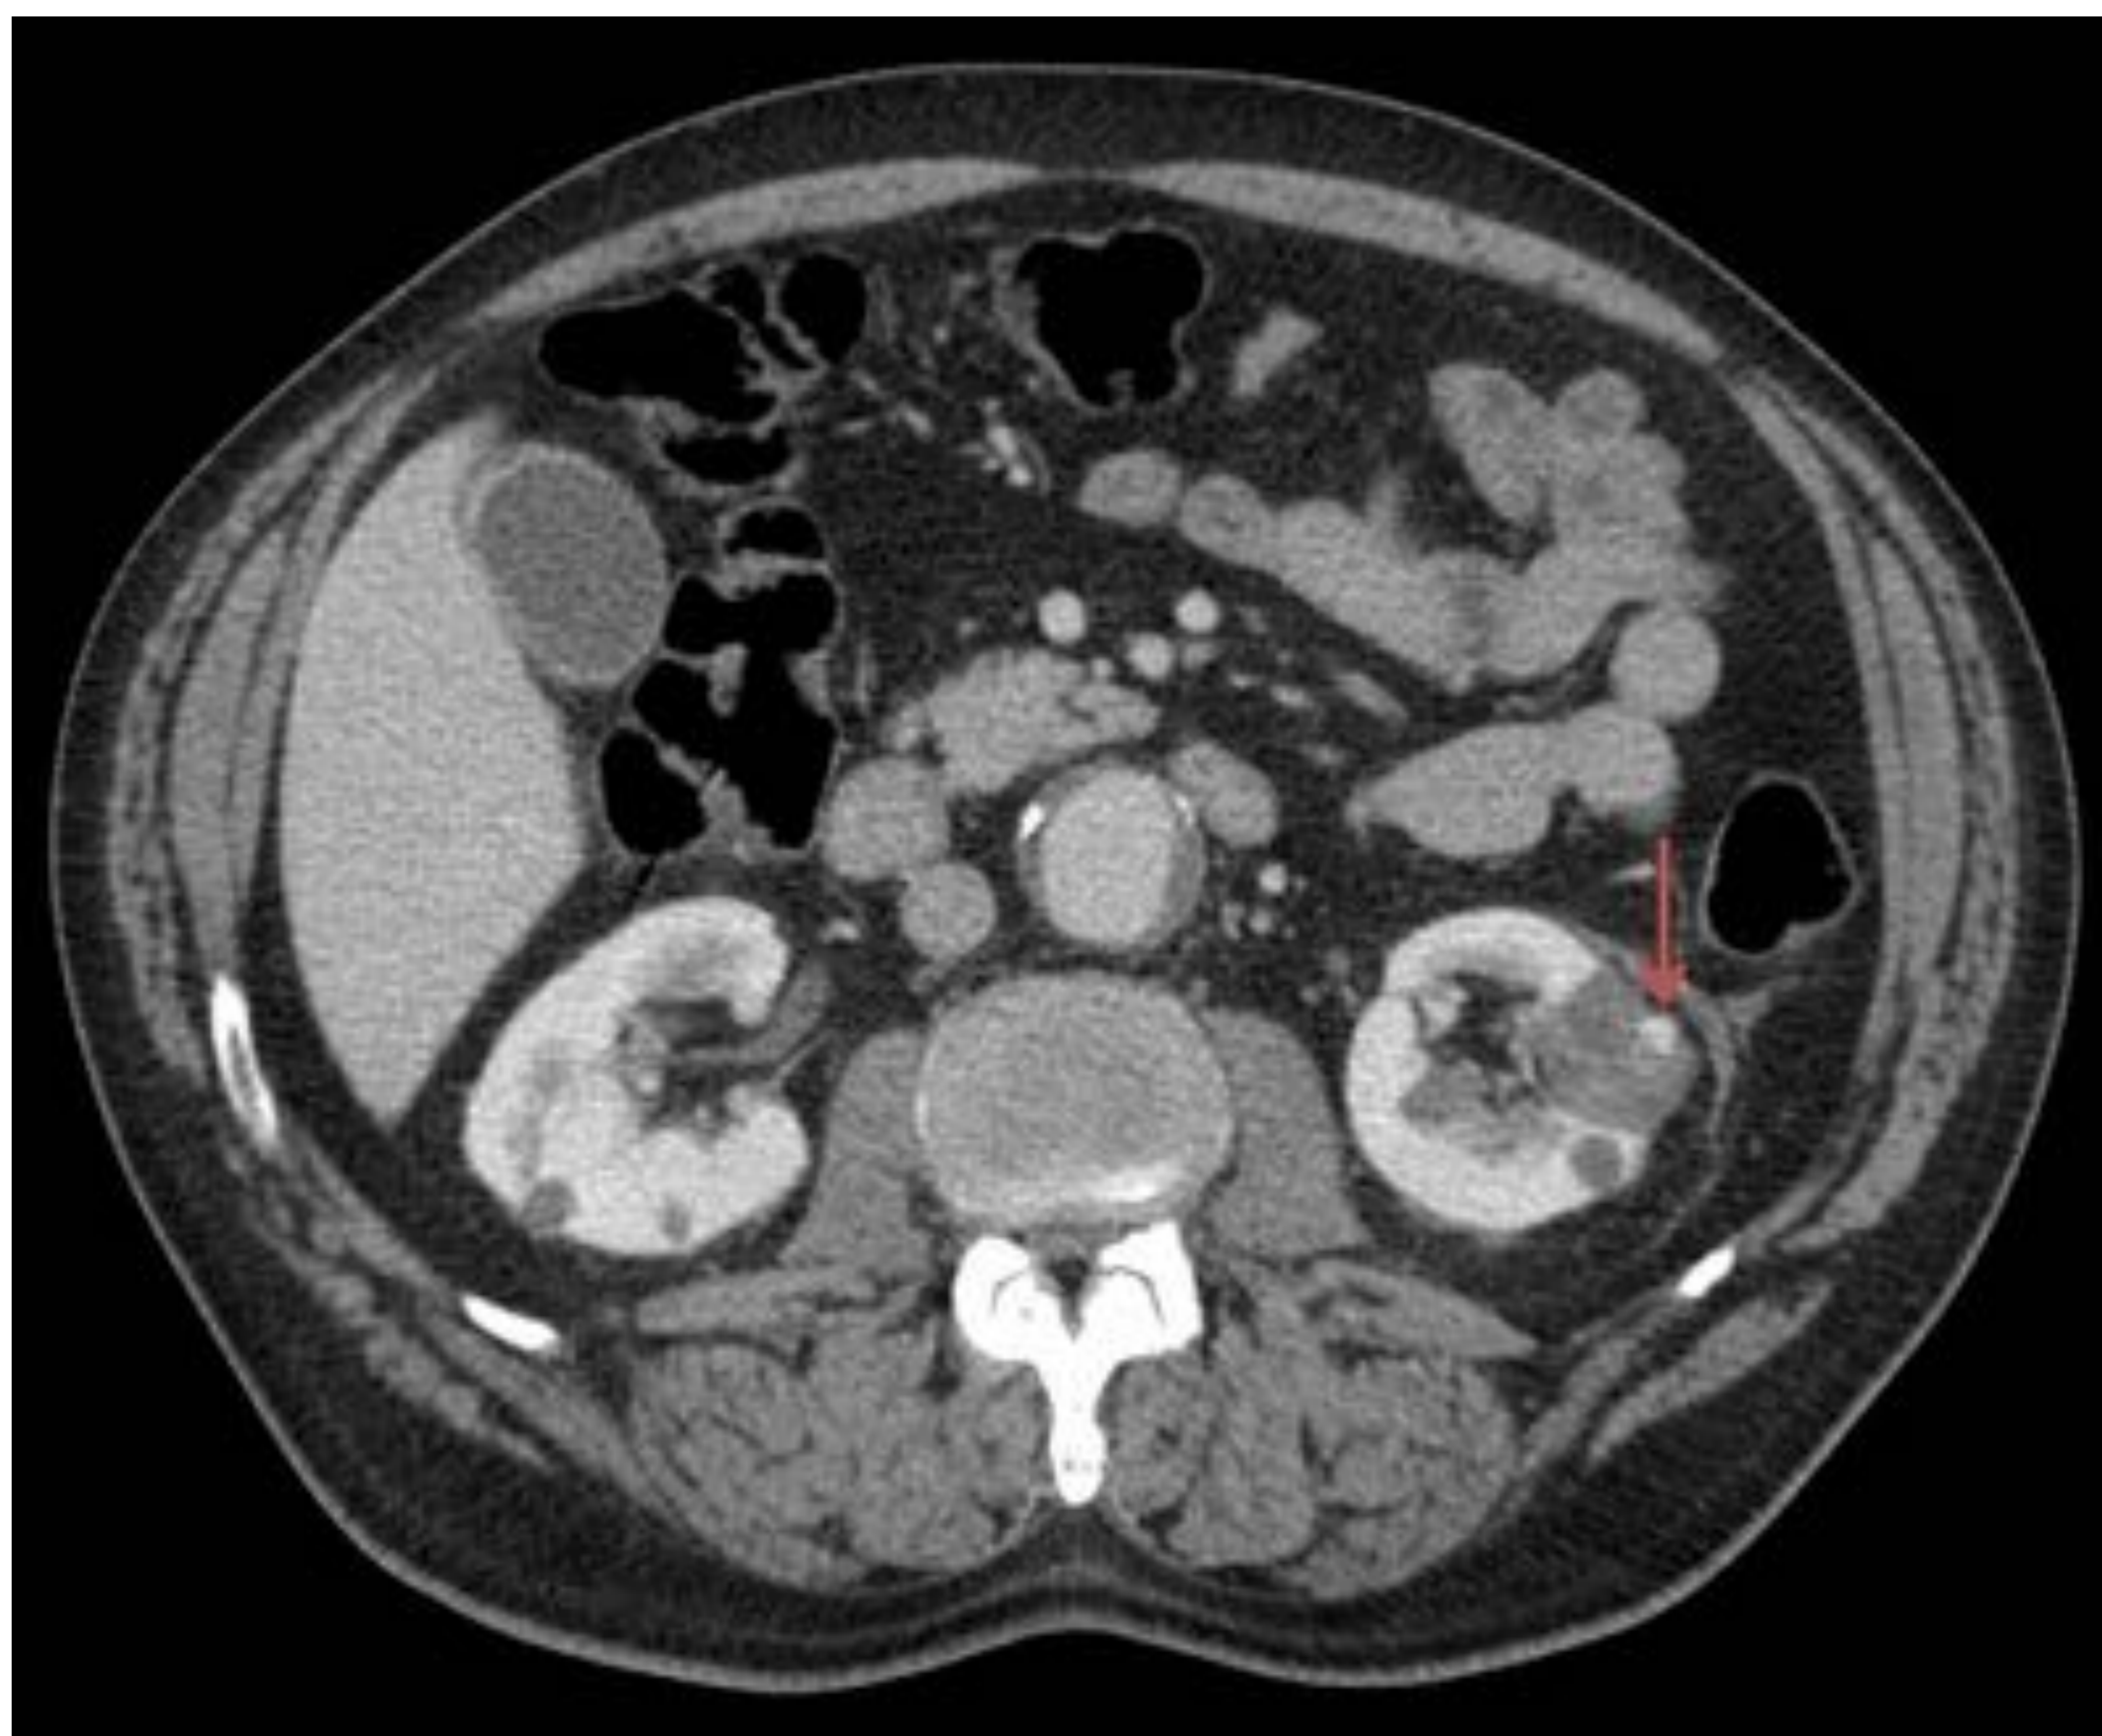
Foco de sangrado activo sin repercusión clínica. Tumor exofítico renal izquierdo tratado con RFA. En la imagen axial de TC se observa un pequeño foco hiperdenso (flecha) en relación con foco de sangrado activo que desapareció en controles posteriores.
